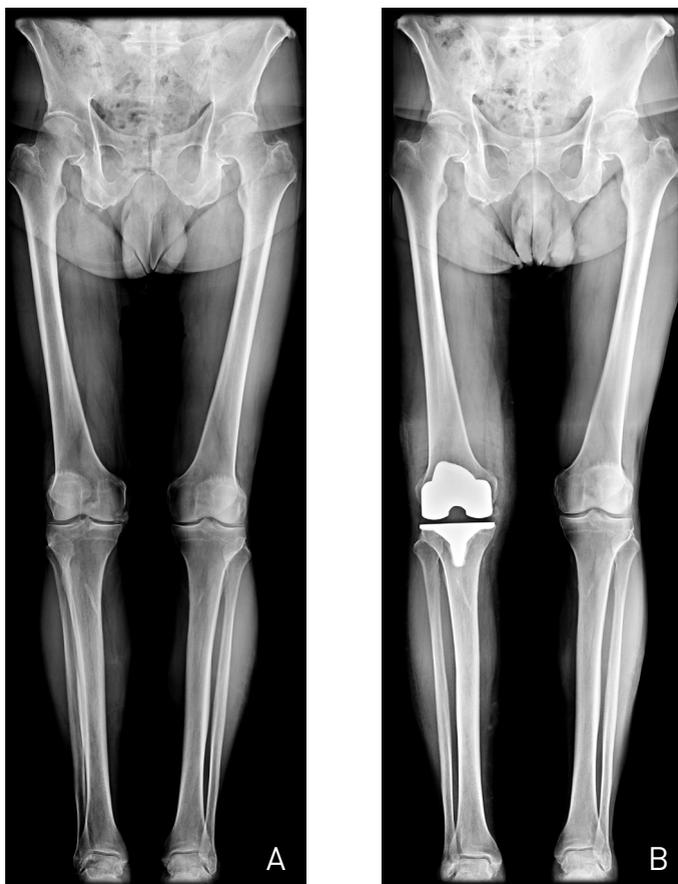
Radiografie panoramiche degli arti inferiori pre (A) e post-operatorie (B).
